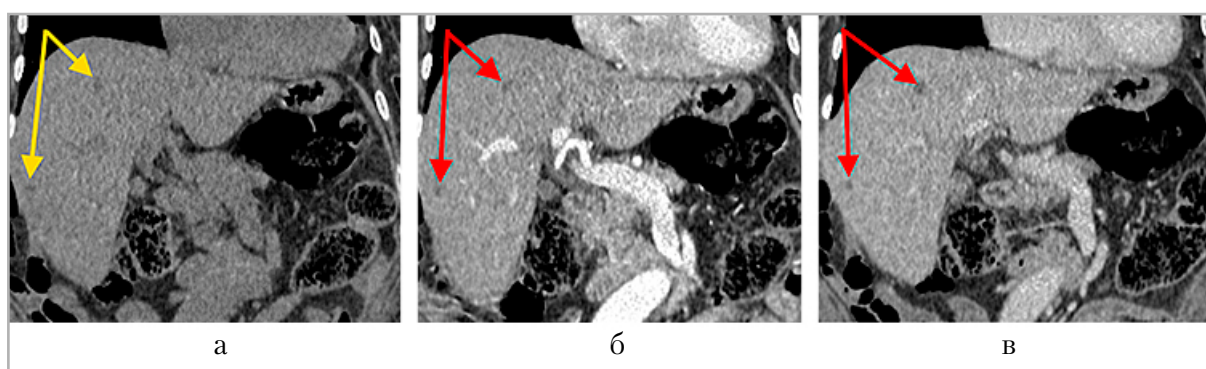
Компьютерные томограммы органов брюшной полости с внутривенным КУ в корональных срезах: *а* — нативная фаза: в печени на уровне S6, S7, S5 сегментов определяются округлые образования пониженной плотности; *б* — ранняя артериальная фаза: накопление контрастного вещества по периферии выявленных образований (*желтые стрелки*); *в* — отсроченная фаза: вымывание контрастного вещества образованиями печени (*красные стрелки*)
